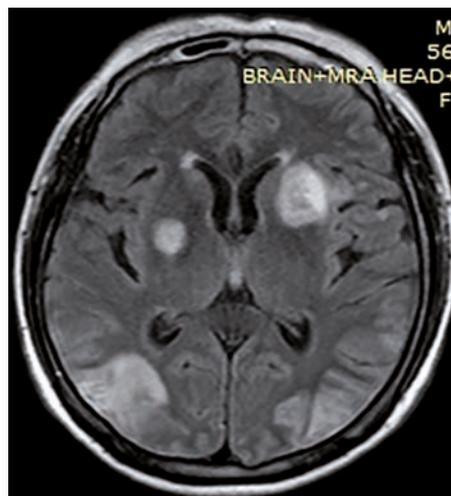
Снимок МРТ. Множественные супратенториальные объемные образования головного мозга
